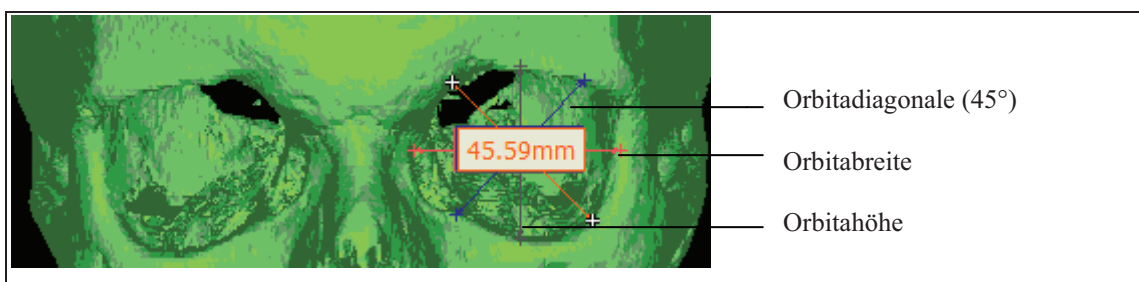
Orbitabreite, -höhe und -diagonalen (dreidimensionales CT-Bild)
